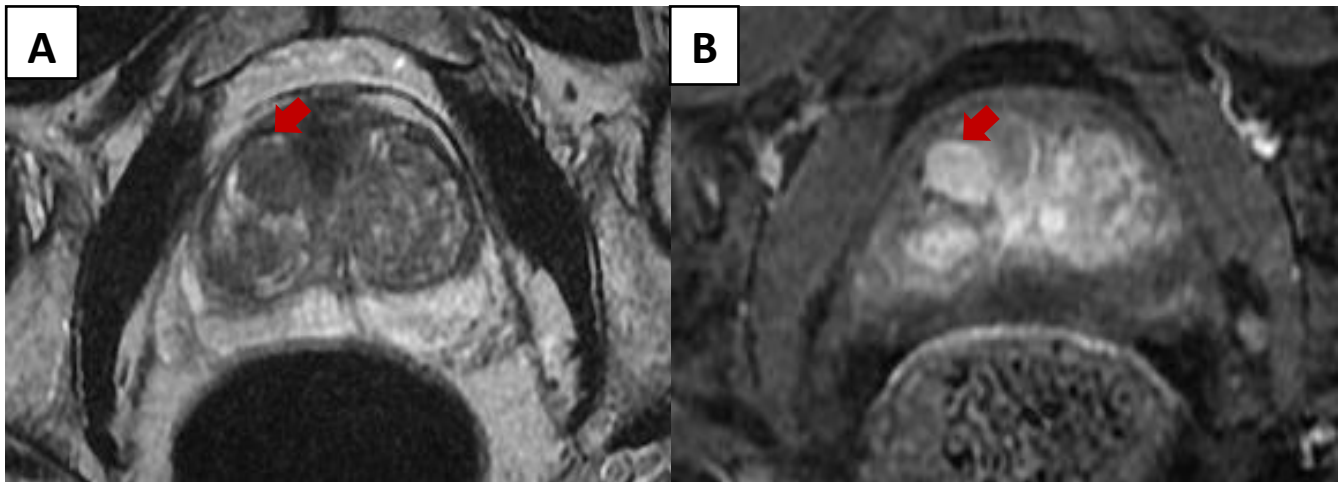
patient de 80 ans avec PSA=15ng/ml Biopsie négative avant IRM
